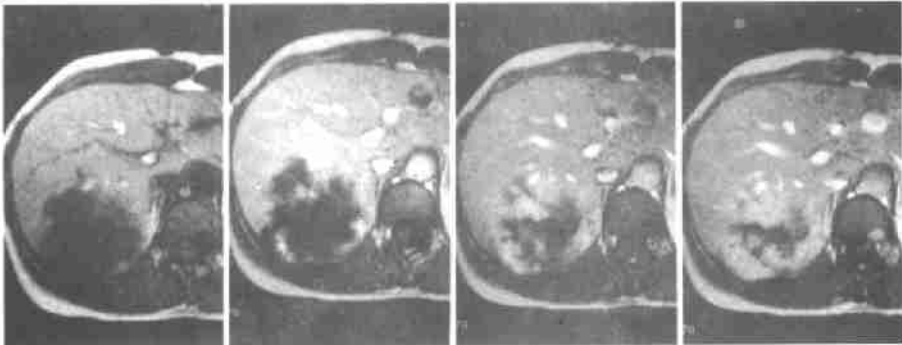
采用梯度回波序列和团注Gd-DTPA对肝血管瘤行静止-动态MRT:“填充征”,类似动态CT所见。
